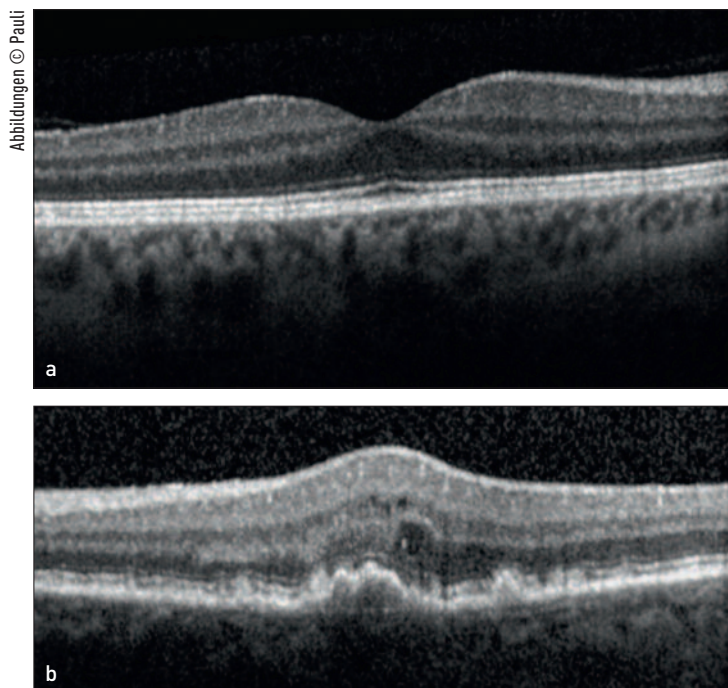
Optische Kohärenztomografie: zentraler Schnitt durch normale Netzhaut (a), Netzhautödem bei feuchter AMD (b)
